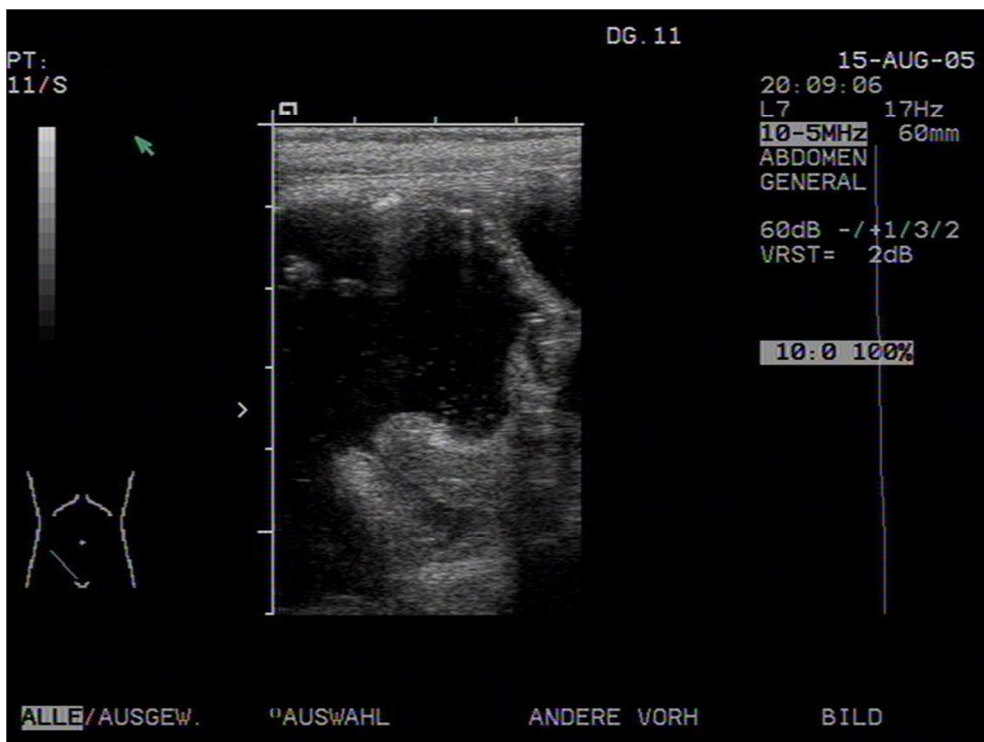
Patientin K.P. (22 Monate). Sonographische Befund nach erfolgreicher Therapie mit NaCl-Einlauf. Im Bereich der Ileocoecalklappe ist kein Invaginat mehr nachweisbar
